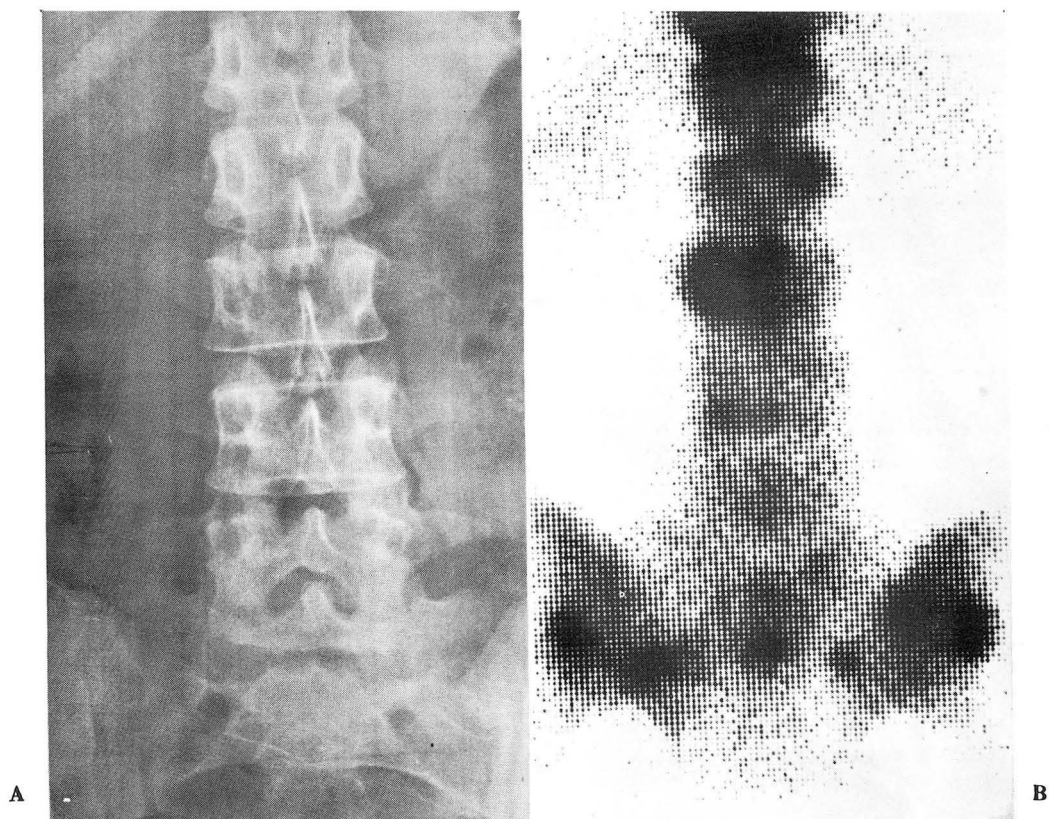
Clinical stage IV breast cancer: Lumbar X-rays (A) reveal no evidence of definite bony abnormality, but skeletal scintigram of the same area (B) shows multiple, various sized abnormal hot areas in lumbar vertebrae, sacrum and iliac bones near the sacro-iliac joints, accounting for bone metastasis.
